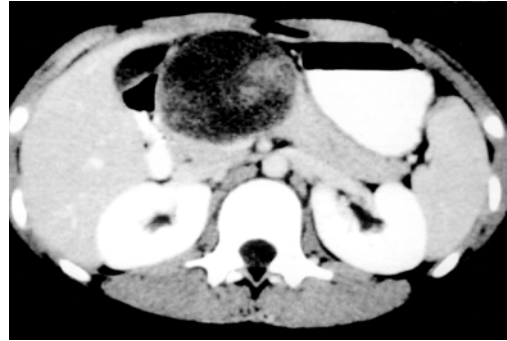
CT scan shows a well-margined hypodense round mass in the head of the pancreas. The mass is large, about 7×6 cm sized with some ill-defined enhancing solid internal portion.
